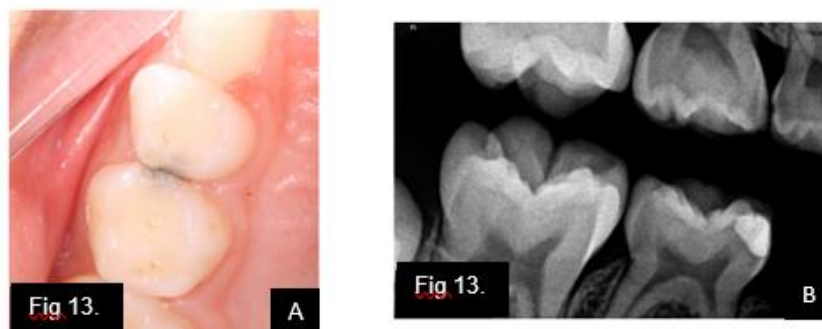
Seguimiento a 3 semanas. A) Fotografía clínica B) Radiografía de aleta de mordida
